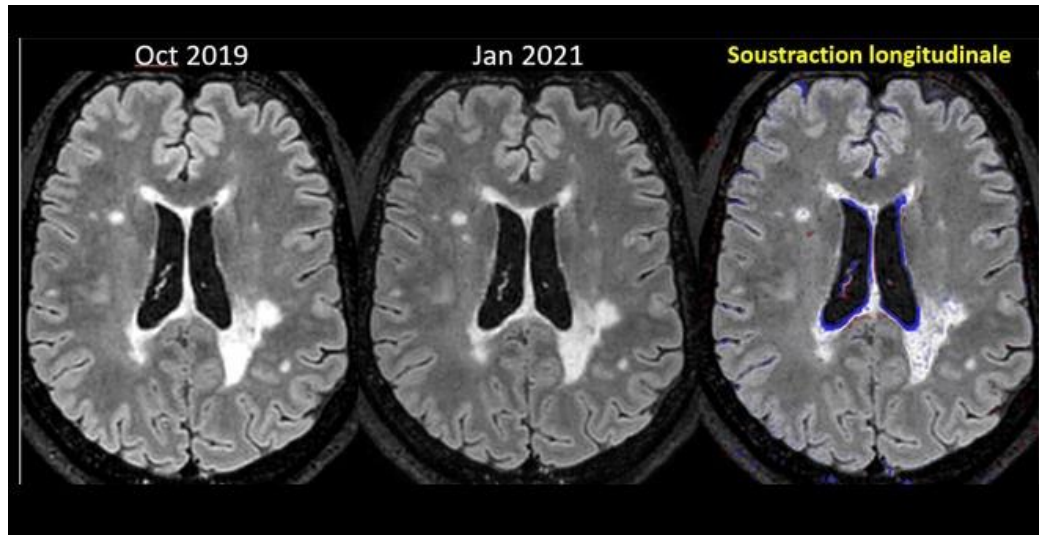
IRM de suivi de SEP : interprétation assistée par technique de soustraction longitudinale-Figure 2 : lecture par soustraction longitudinale du 3D FLAIR reconstruit dans le plan axial. A gauche, l'examen précédent est affiché ; au milieu, l'examen actuel ; à droite la soustraction longitudinale
